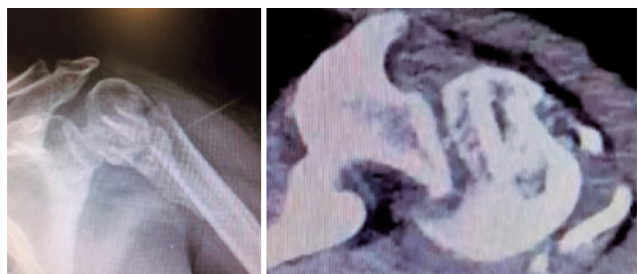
Radiografia antero-posterior e tomografia computadorizada corte axial do ombro esquerdo demonstrando: fratura-luxação posterior, fratura em 4 partes, cominuição metafisária e extensão meta-diafisária.
